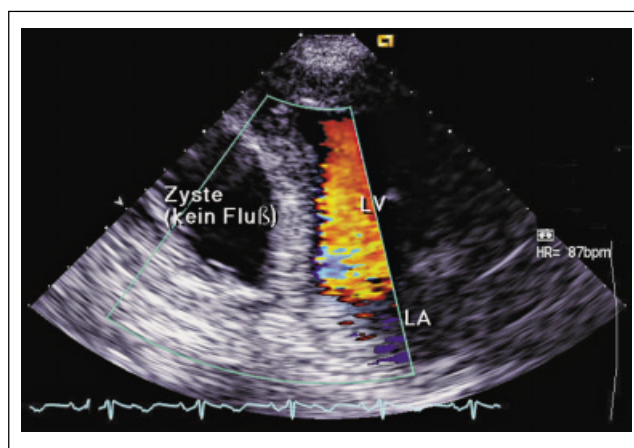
Apikale Schallkopfposition 2-Kammerblick: Hinter der inferioren Wand findet sich eine große, echoarme Struktur. Diese steht nicht in Verbindung zum Herzen, liegt extraperikardial und entspricht einer großen Leberzyste. Durch Angulierung des Schallkopfes konnten mehrere Zysten abgegrenzt werden. Im Doppler findet sich innerhalb der Zyste keine Farbinformation (kein Blutfluß); LV = linker Ventrikel, RV = rechter Ventrikel)
